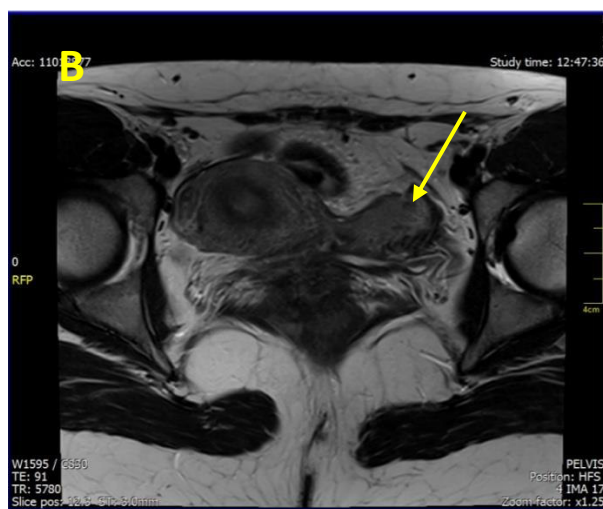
IRM, în ponderație T2, plan axial. Uterul unicorn pe dreapta (A) cu corn rudimentar noncomunicant cavitat pe stângă (B), cavitatea endometrială a cornului rudimentar este micșorată în volum
